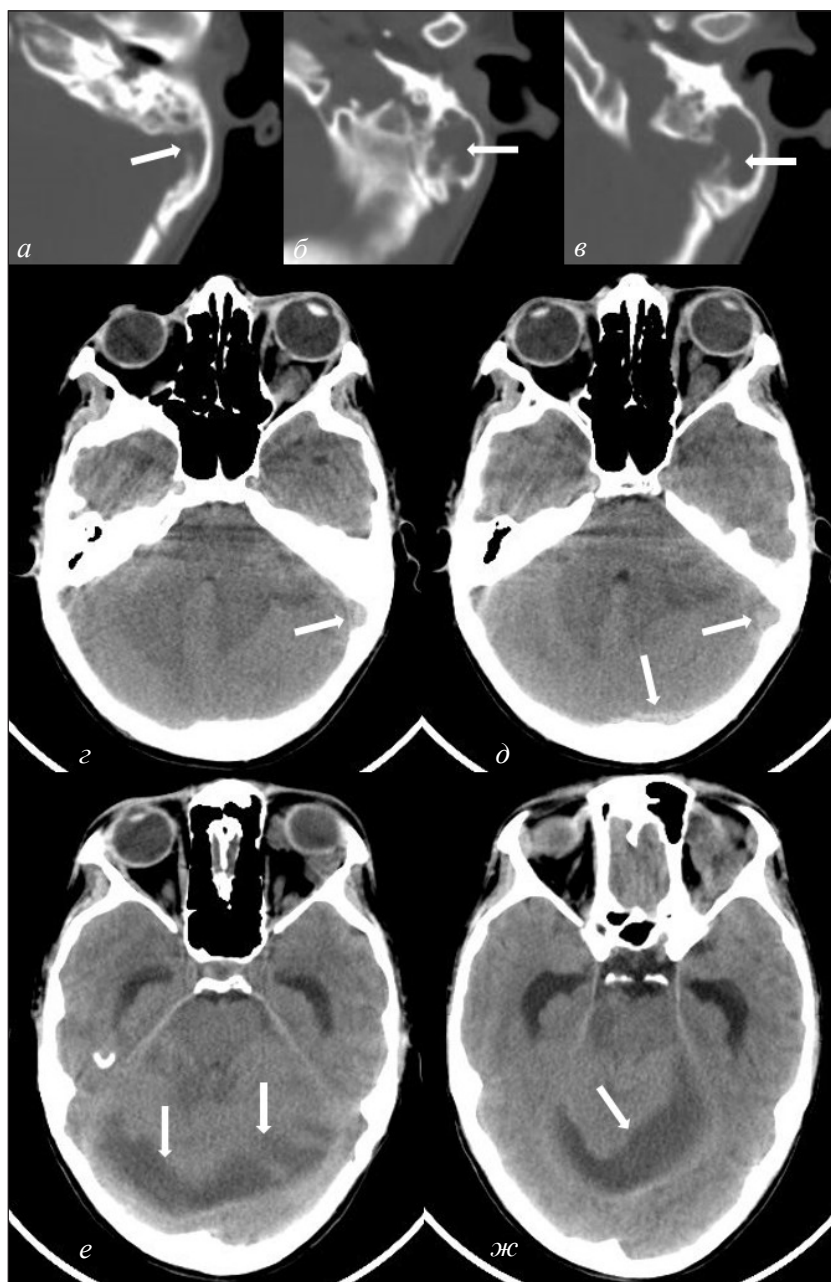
КТ височных костей в аксиальной проекции (а–в) и головного мозга без контрастирования в аксиальной проекции (г–ж) пациента К., 16 лет, с хроническим эпитимпанитом слева, холестеатомой, мастоидитом, отогенным менингоэнцефалитом, тромбозом кавернозного, сигмовидного, поперечного синусов, субдуральным абсцессом задней черепной ямки, ССВР: а – определяется инфекционная деструкция с истончением и аррозией задней грани пирамиды височной кости – стрелка; б, в – тотальное отсутствие воздушности ячеек левого сосцевидного отростка, обширная зона деструкции с образованием полости (стрелки), заполненной мягкотканым содержимым; г, д – на КТ головного мозга определяются утолщение, извитость вен орбиты, левосторонний экзофтальм, повышение интенсивности сигнала в проекции левого сигмовидного и поперечного синусов (стрелки), отек вещества головного мозга, левой гемисферы мозжечка со смещением срединных структур головного мозга; по ходу намета мозжечка определяется неправильной формы гипointенсивная зона (12–16 ед. Н); е – субдуральный абсцесс (стрелки); ж – в левом полушарии мозжечка определяются (стрелка) гипointенсивные участки вещества головного мозга (очаги энцефалита)
